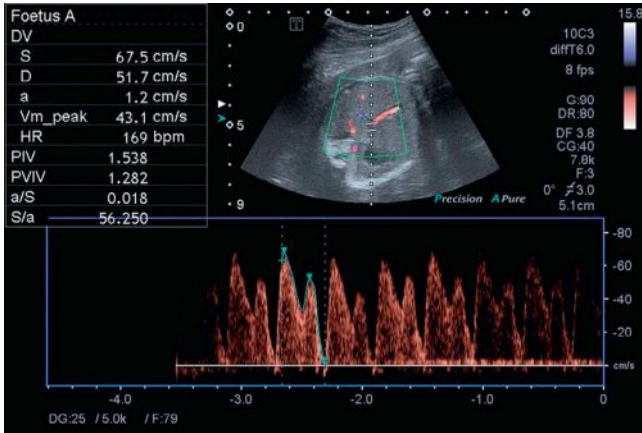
Doppler du canal d'Arantius pathologique : onde « a » diminuée.
